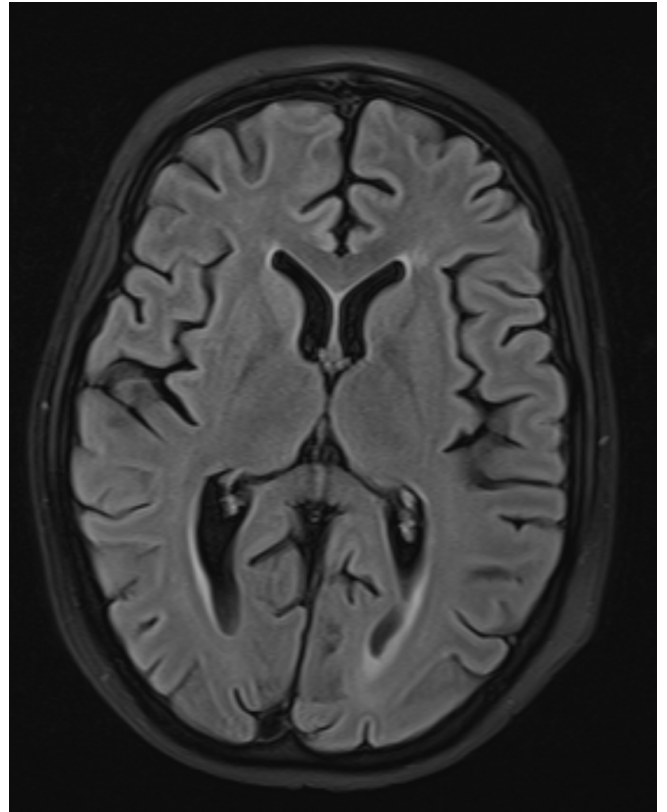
Beispiel Atrophie 2: Grad 2 – FLAIR
